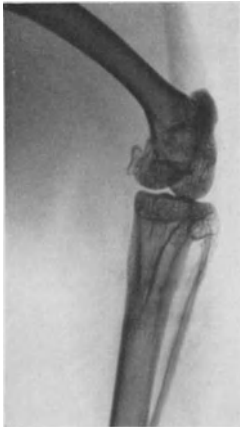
Röntgenbild vom September 1936. Periostaler spindeliger Geschwulstschatten um das obere Wadenbeindrittel. Unregelmäßige Verschattung in der Markhöhle des oberen Schienbeindrittels.
